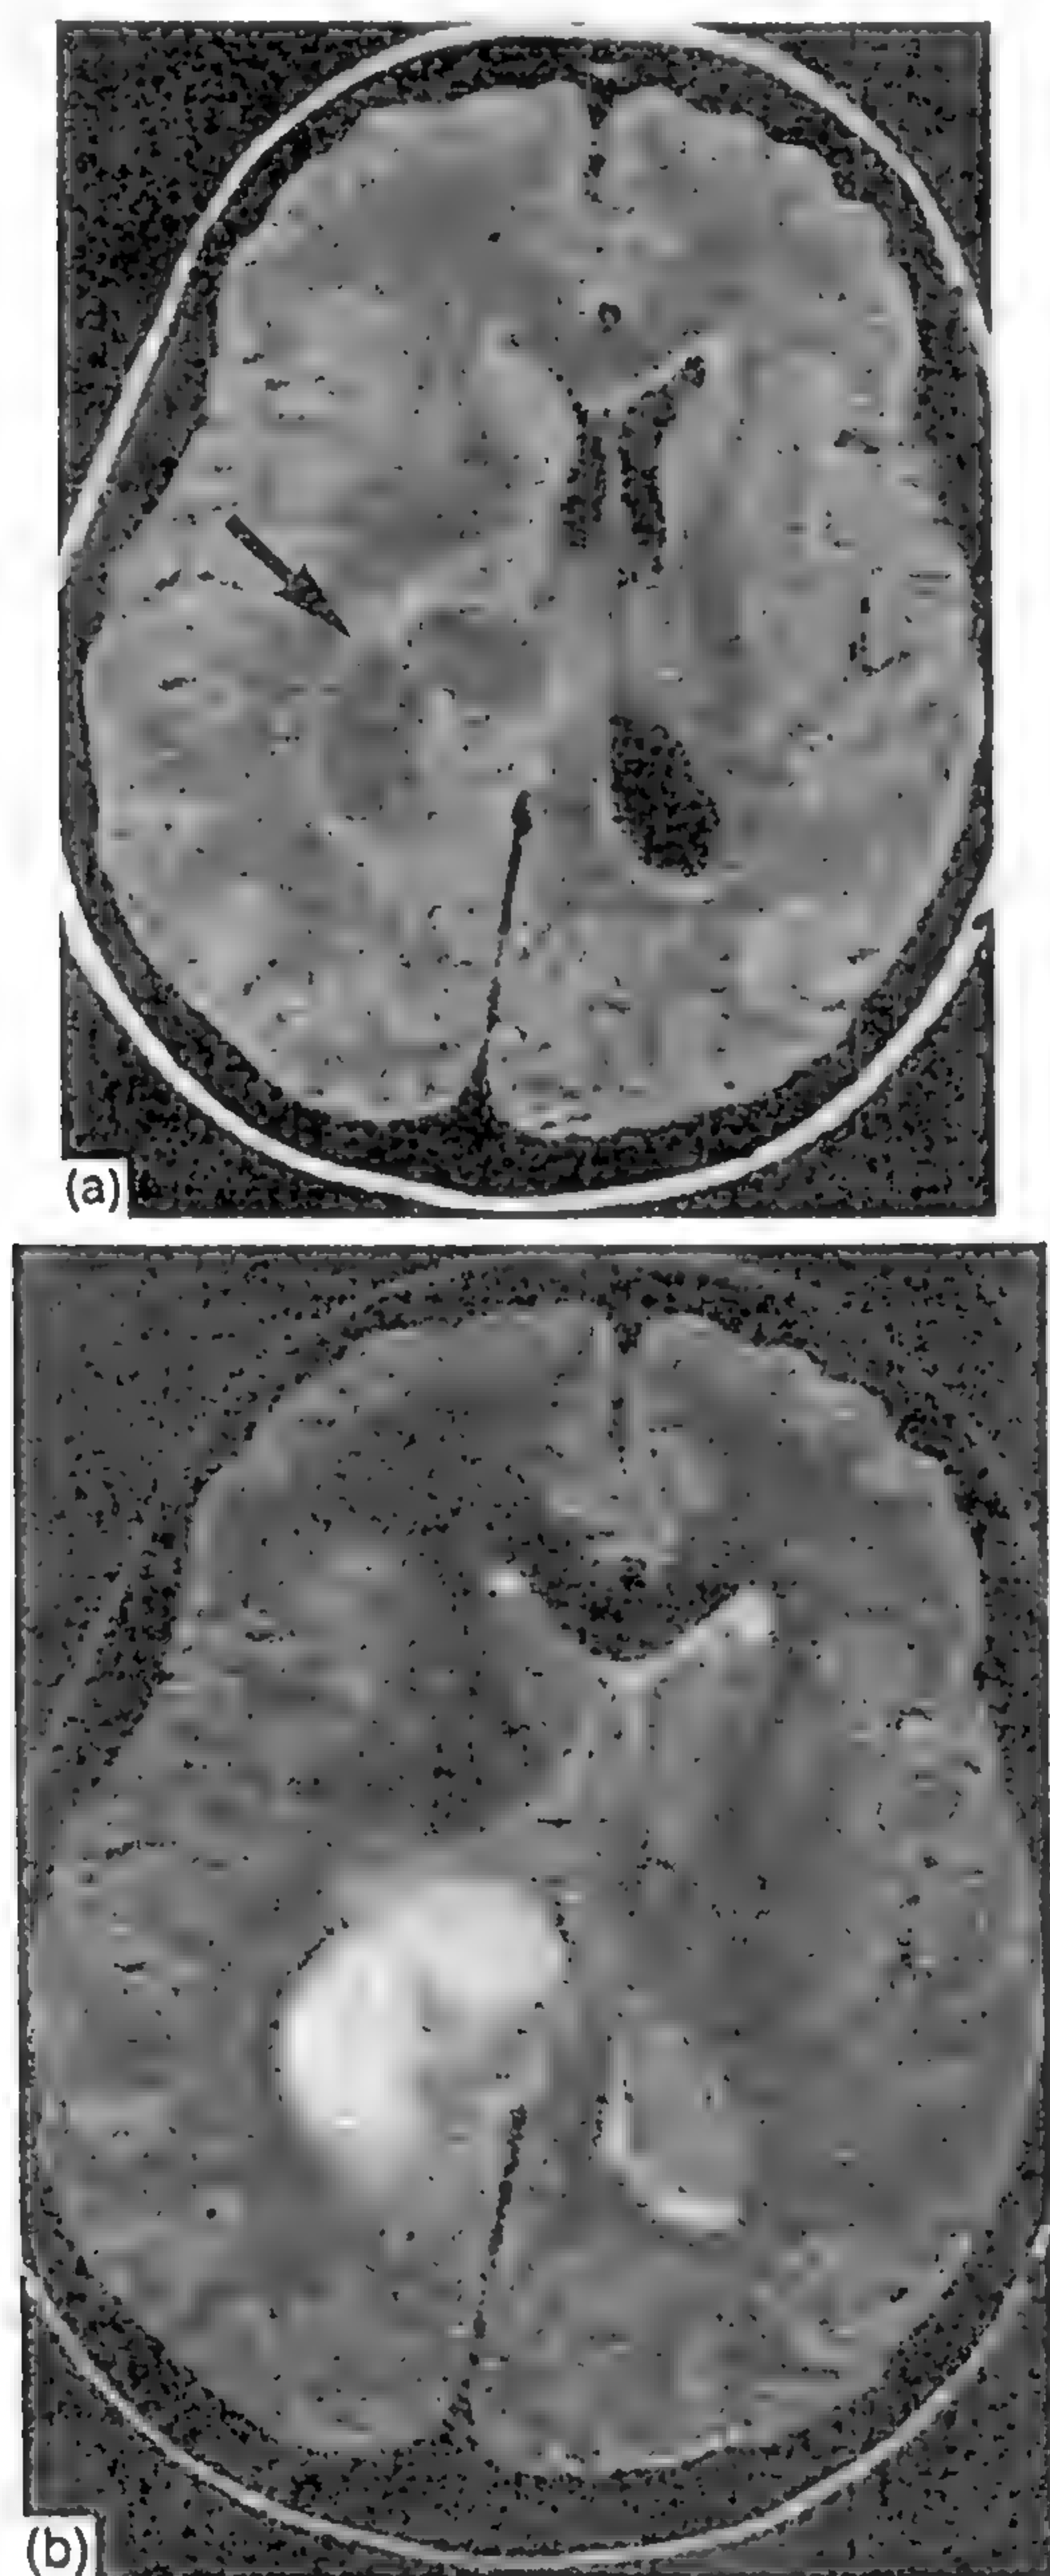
a - Imagine RMN în  $T_1$  revelând un gliom chistic (săgeata). b - Imagine RMN în  $T_2$  la același nivel.
